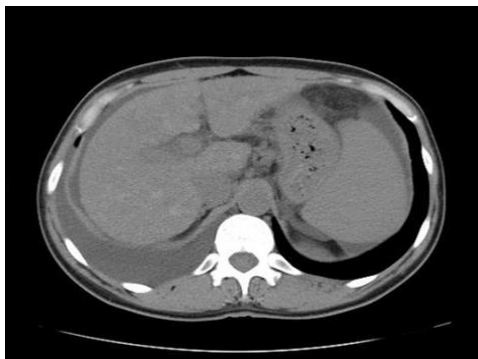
Tomografie computerizată abdominală: ficat cirotic dar fără metastaze.
